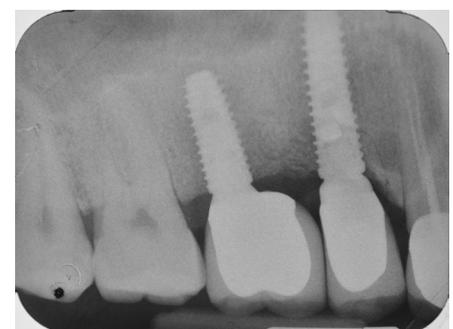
Radiografía 6 meses después de la intervención: excelente estabilidad de la cresta y trabéculas del tejido regenerado indistinguible del tejido que lo rodea.
